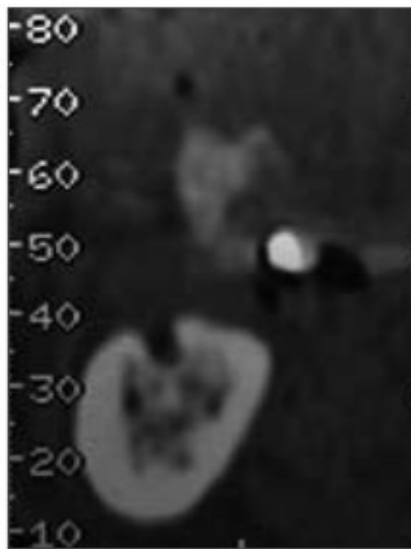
Coupe d'un cone beam dans le plan frontal illustrant la position du foramen mentonier au sommet de la crête osseuse [67].
